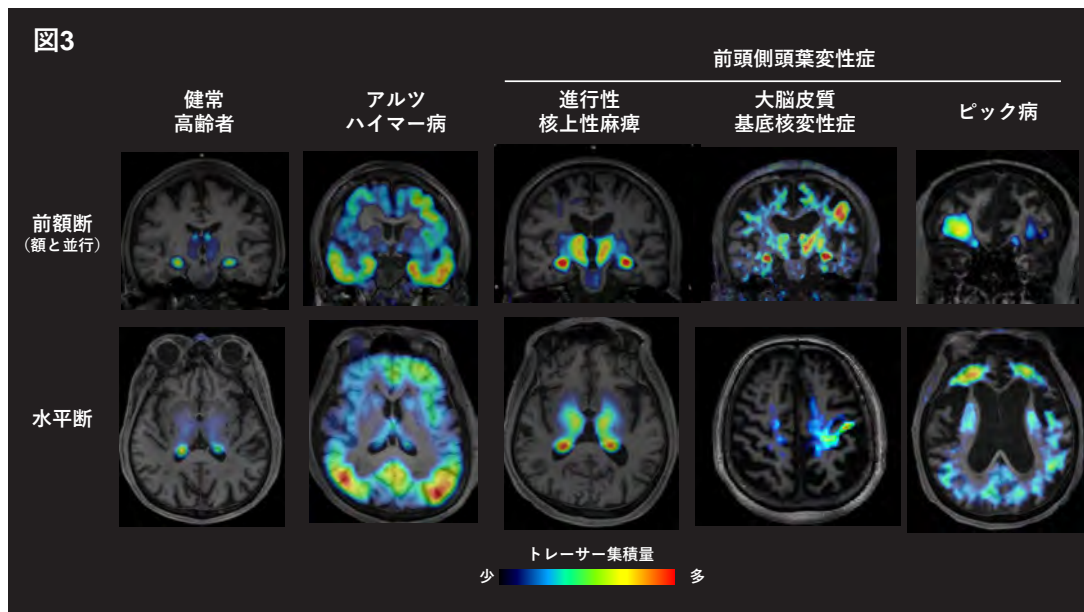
<sup>18</sup>F-PM-PBB3をトレーサーとするタウ病変PET画像(文献[10]より改変して引用)。トレーサー投与後90-100分における画像を表示。
